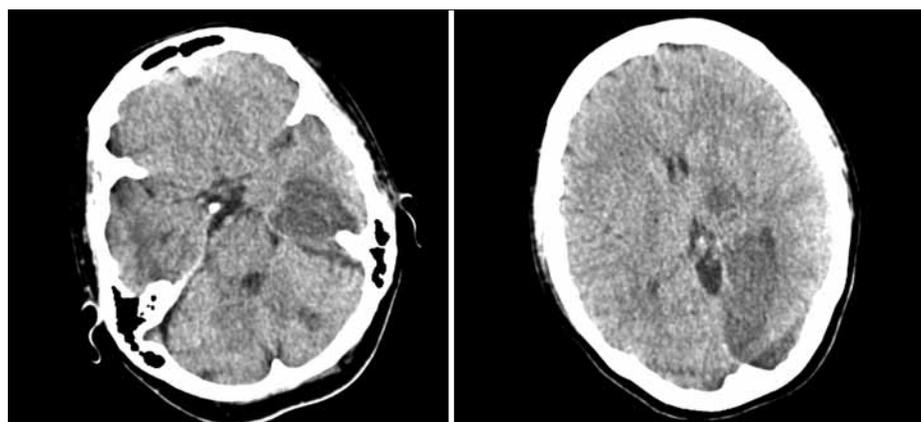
КТ головного мозга: очаги ишемии в левой подкорковой, затылочной областях, левом полушарии мозжечка.
